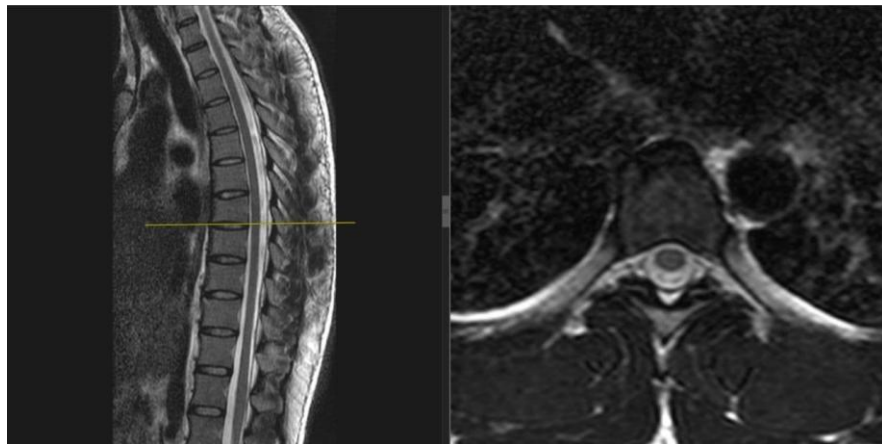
МРТ грудного відділу хребта
